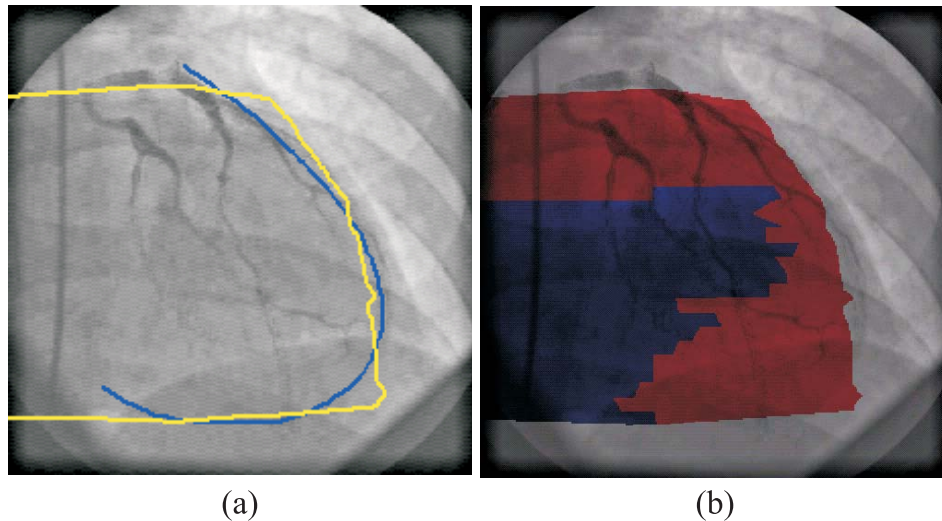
Résultats des étapes de segmentation et de recalage pour l'incidence 5 du patient 29, (a) recalage du contour vu dans la coronarographie et de celui de la projection du volume CT-TEP. (b) Image de superposition 2D des modalités coronarographie-CT-TEP.
